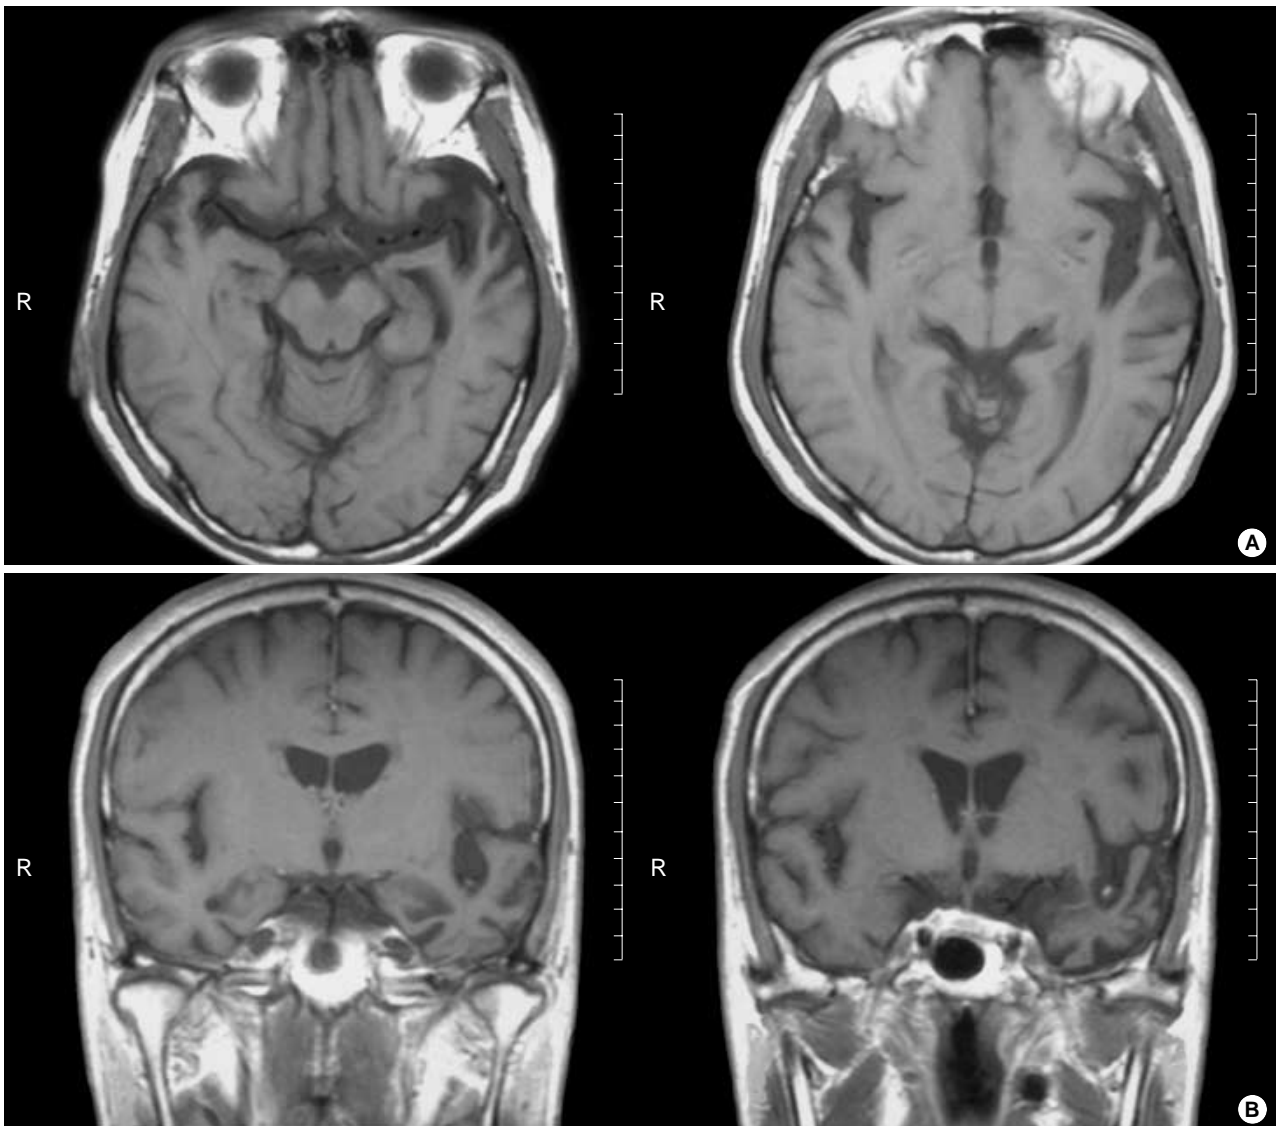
T1-weighted axial (A) and coronal (B) view of brain MR images show more prominent atrophy in the left anterior temporal lobe and mild atrophy in the right one.
